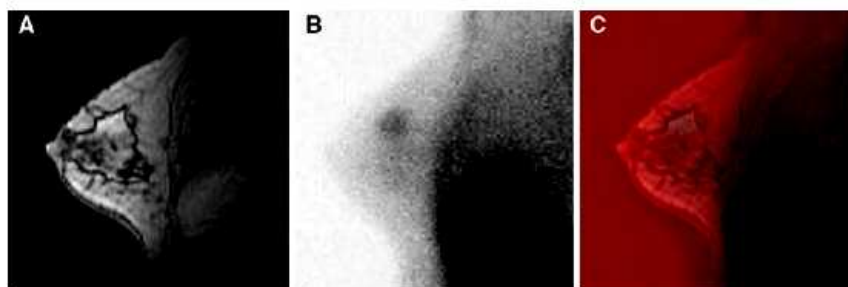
MRI/SM formation in a 42-year-old patient. First visualization window contains MRI (a), second contains SM (b) and the third contains the MRI/SM fusion.
